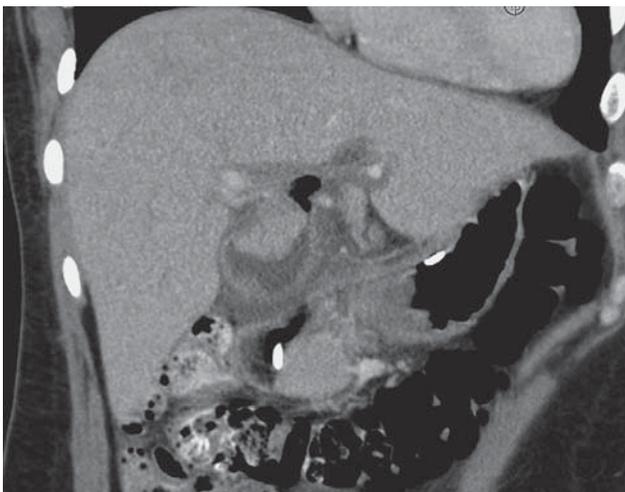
Компьютерная томограмма. Малигнизированная киста ОЖП.
